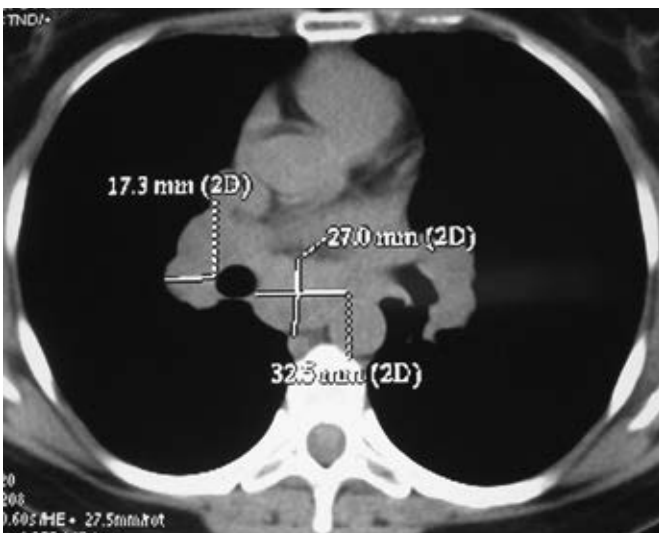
КТ; измерение размера лимфатических узлов (средостенный режим).
